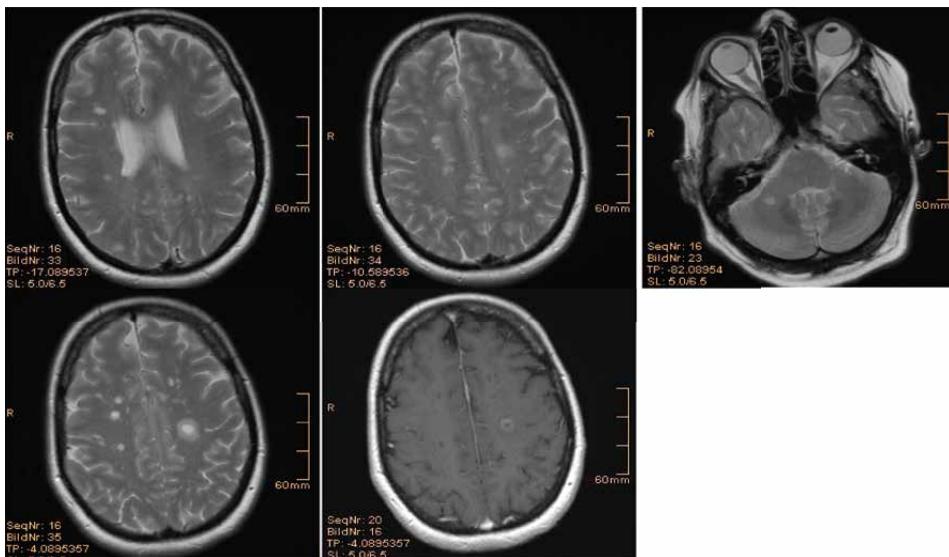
MRT-T2-Bilder und Gadolinium-T1-Aufnahme (unten rechts) mit Läsionsverteilung entsprechend den Barkhof Kriterien (Brain 1997; 120: 2059–1069).
